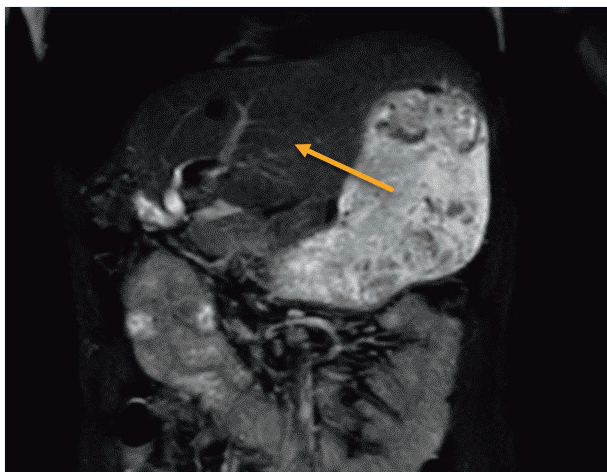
Магнитно-резонансная томограмма во фронтальной проекции. Структура печени через 5 лет после оперативного лечения эхинококковой кисты правой доли. Стрелкой обозначена гипертрофированная левая доля печени
